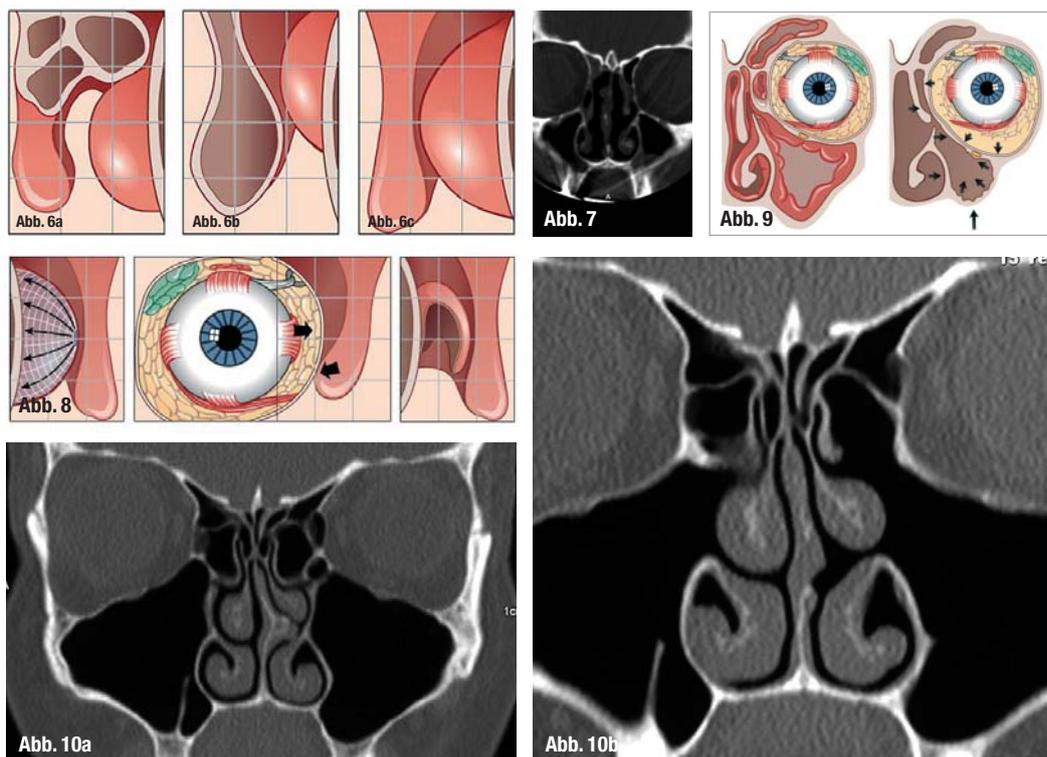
b a) CT einer Patientin mit rezidivierender Rhinosinusitis maxillaris bds., Septumdeviation und -sporn links. b) Z.n. Septumplastik, Infundibulotomie und supratubinaler Kieferhöhlenfensterung bds. Die Bullalamelle bds. wurde erhalten (BES), zwei Jahre postoperativ.
